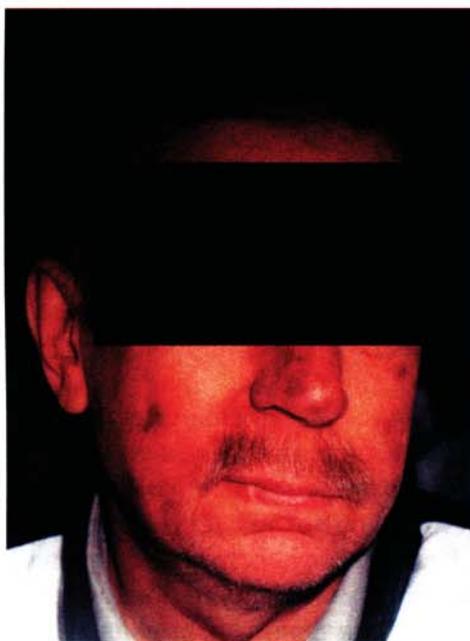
Больной Б. после курса лечения проспидином и местной рентгенотерапии на фоне хронического гемодиализа.
